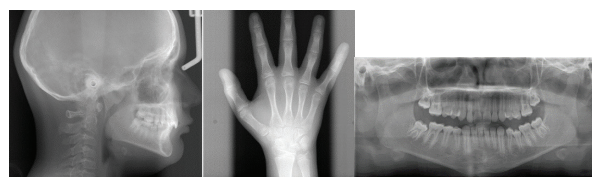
Initial panoramic, cephalometric and hand wrist radiographs.
